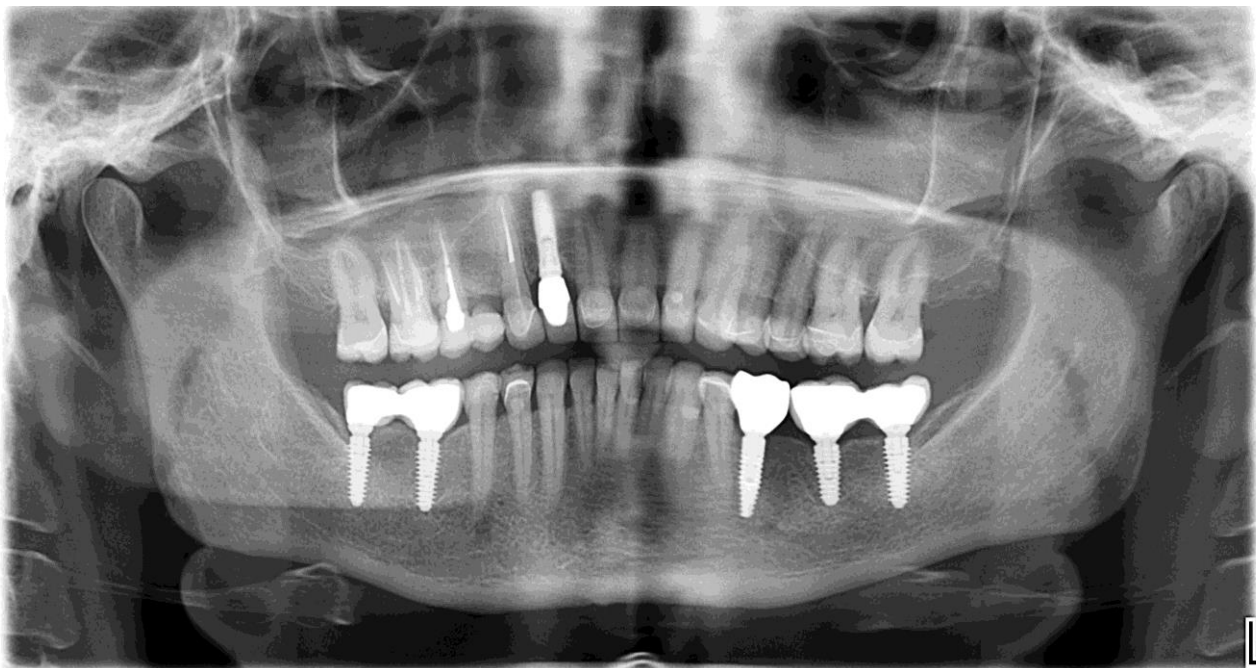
Ортопантомограмма пациента группы 1 (пример)
